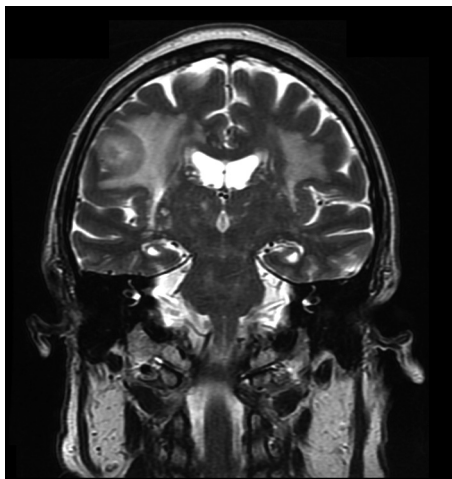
Vstupní CT mozku (koronal); izodenzní ložisko kortiko-subkortikálně frontálně vpravo s perifokálním edémem
